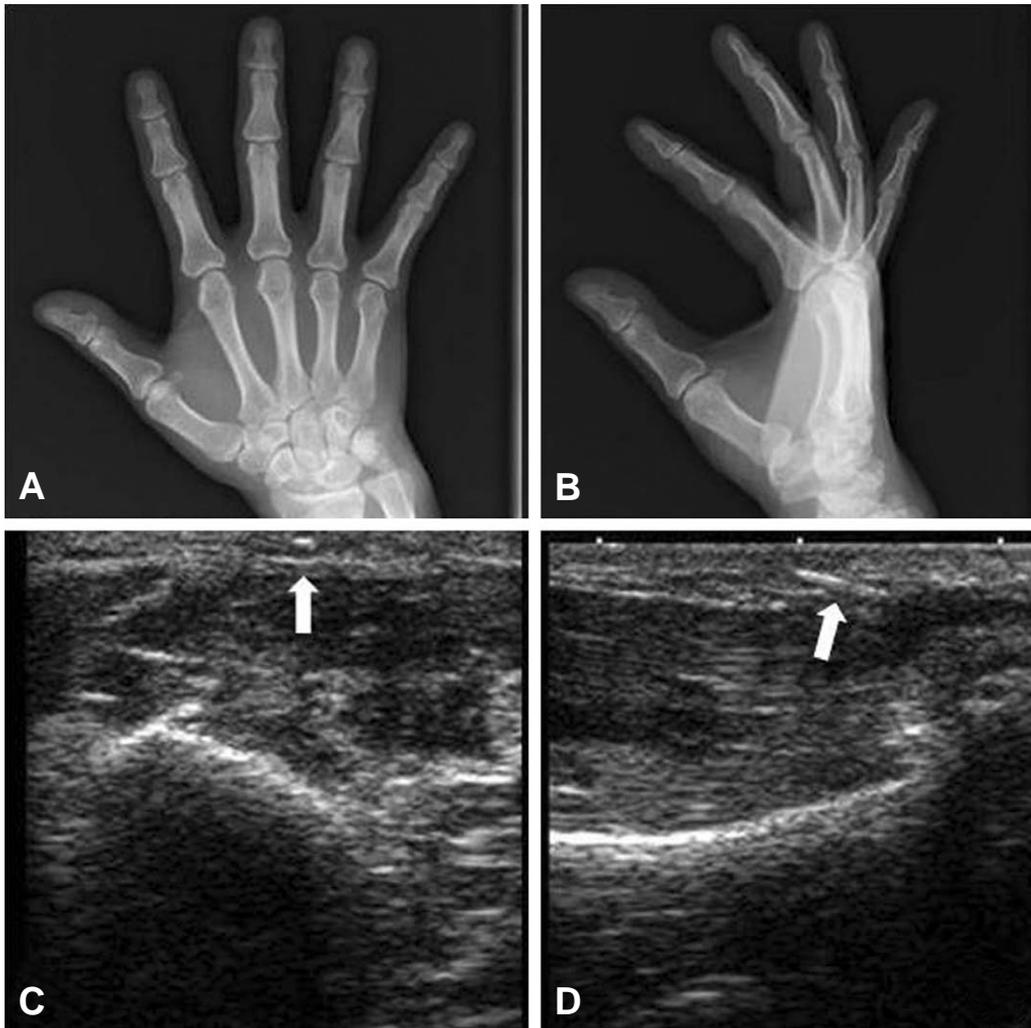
The patient injured his right thena area with broken glass particle. Foreign body could not be seen on plane radiographs, (A) (B). The long and short axis of ultrasonographs showed foreign body in the subcutaneous layer at dorsum of the thena area, (C) (D).
